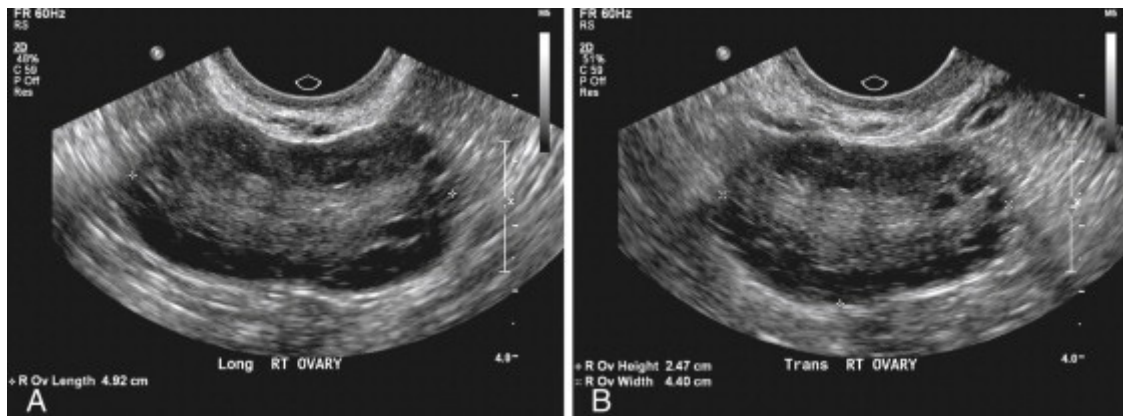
А) трансвагинальное УЗИ в продольной плоскости, показывает морфологию поликистозных яичников. Многочисленные небольшие фолликулы окружают центральную эхогенную строму. В) трансвагинальное УЗИ в поперечной плоскости у той же пациентки [8]
